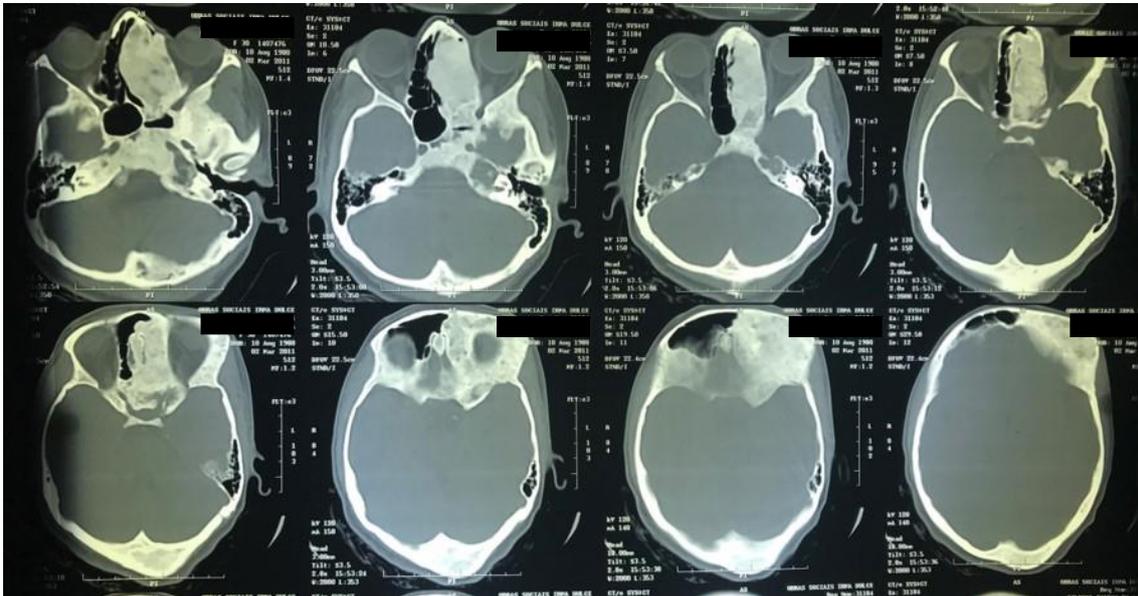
Tomografia computadorizada da face demonstrando áreas afetadas pela displasia óssea.
